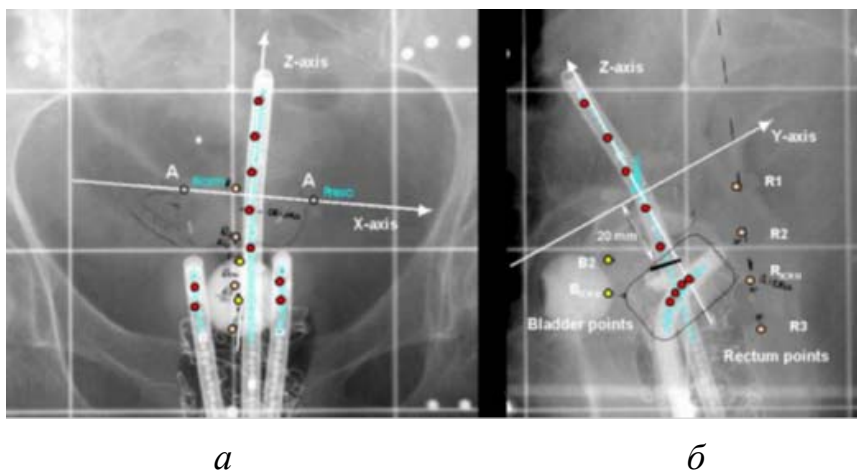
Ортогональные проекционные изображения (рентгенограммы) с указанием положения контрольных точек для мочевого пузыря ( $B_{ICRU}$ ,  $B2$  – 1,5 см выше) и прямой кишки ( $R1$ ,  $R2$ ,  $R3$ ,  $R_{ICRU}$ ). Обратите внимание, что точки  $B$  здесь связаны с мочевым пузырем (bladder), а не с предписаниями дозы: а – изображение поперечной проекции (показаны оси  $X$  и  $Y$  координатной системы для расчета дозы); б – боковая проекция (показаны  $Z$ - и  $Y$ -оси координатной системы для расчета дозы, а также контрольные точки прямой кишки и мочевого пузыря)
